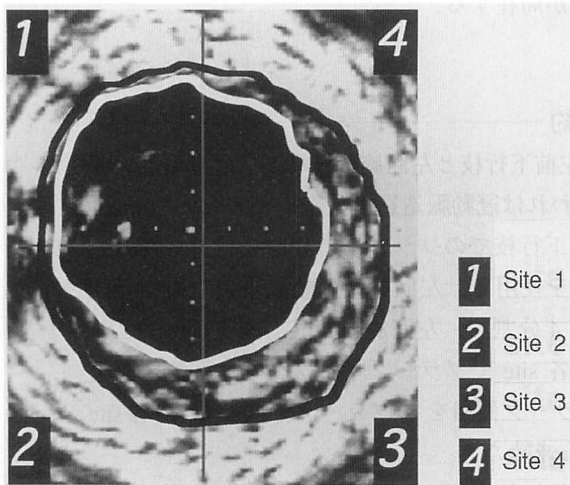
Intravascular ultrasound scan of the left anterior descending artery just distal to the bifurcation
